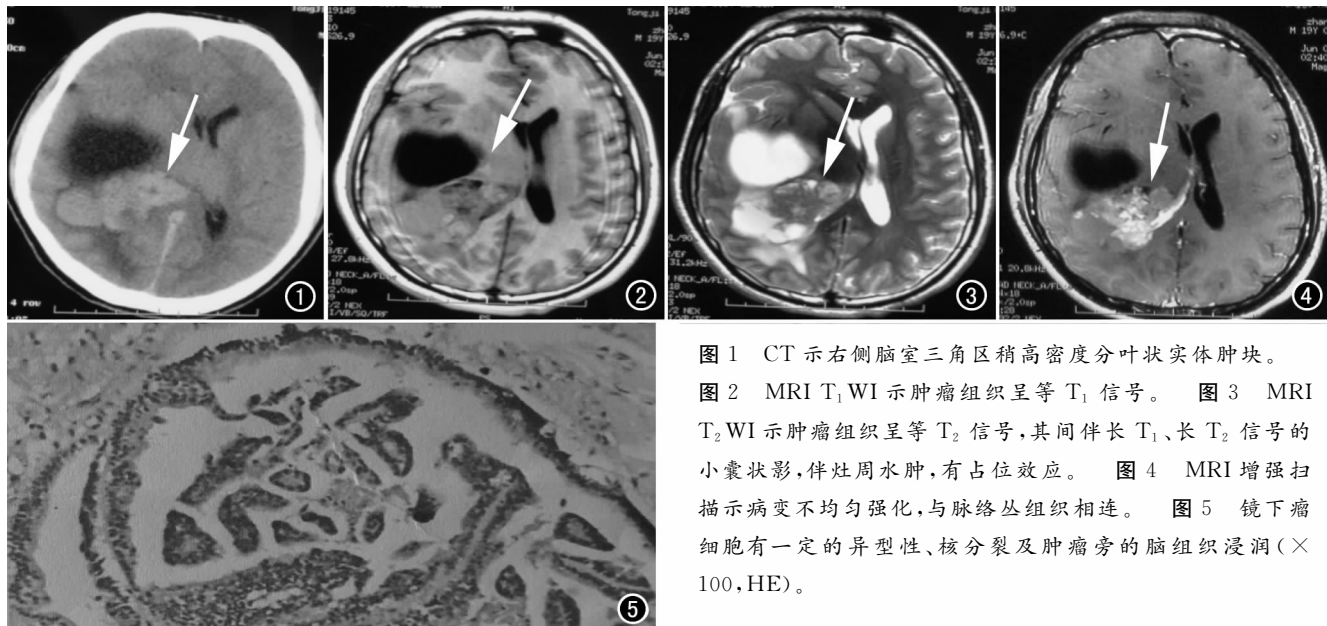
CT 示右侧脑室三角区稍高密度分叶状实体肿块。
